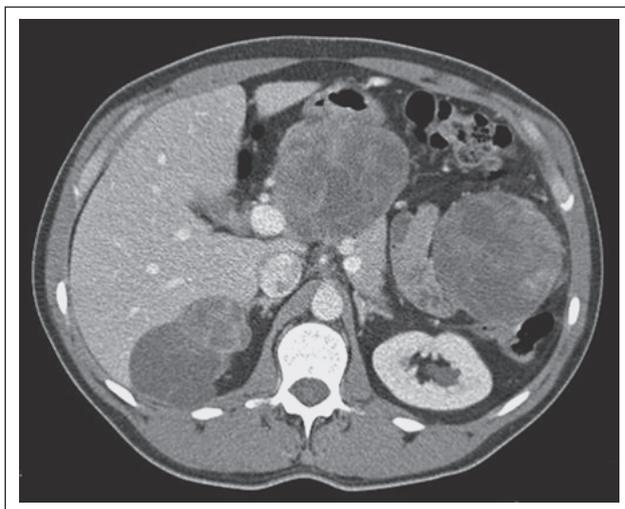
CT-Bild multipler DSRCT-Knoten im Oberbauch.
